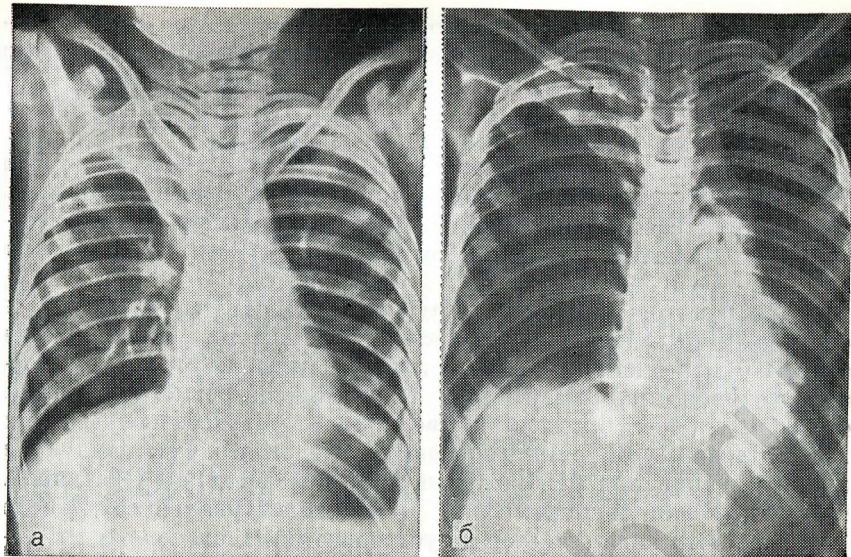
14. Рентгенограмма грудной клетки ребенка с послеоперационным ателектазом легких.
